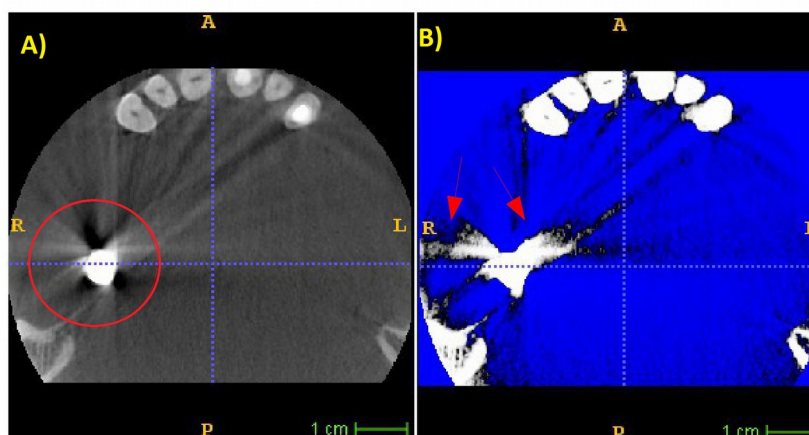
Immagine CT originale e preprocessata in cui è presente una otturazione
